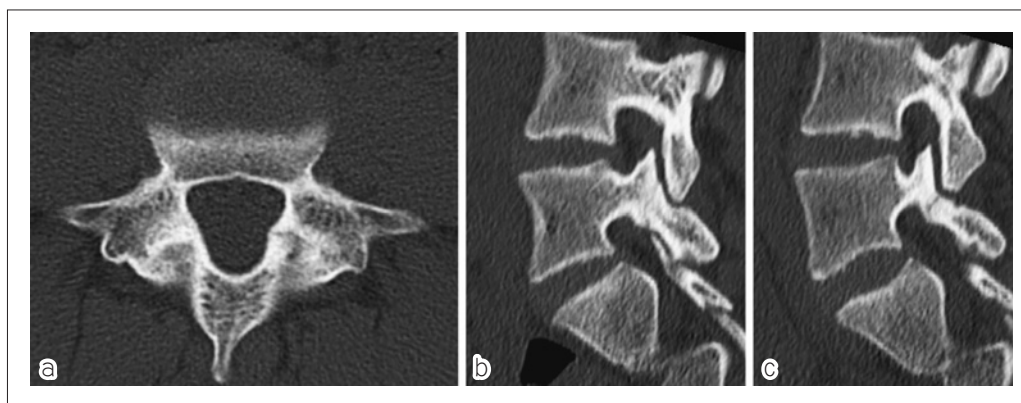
a-c：骨髄浮腫消失と判定してから567日後のCTで両側とも骨癒合が得られている。aが水平断，bが右傍正中矢状断，cが左傍正中矢状断
